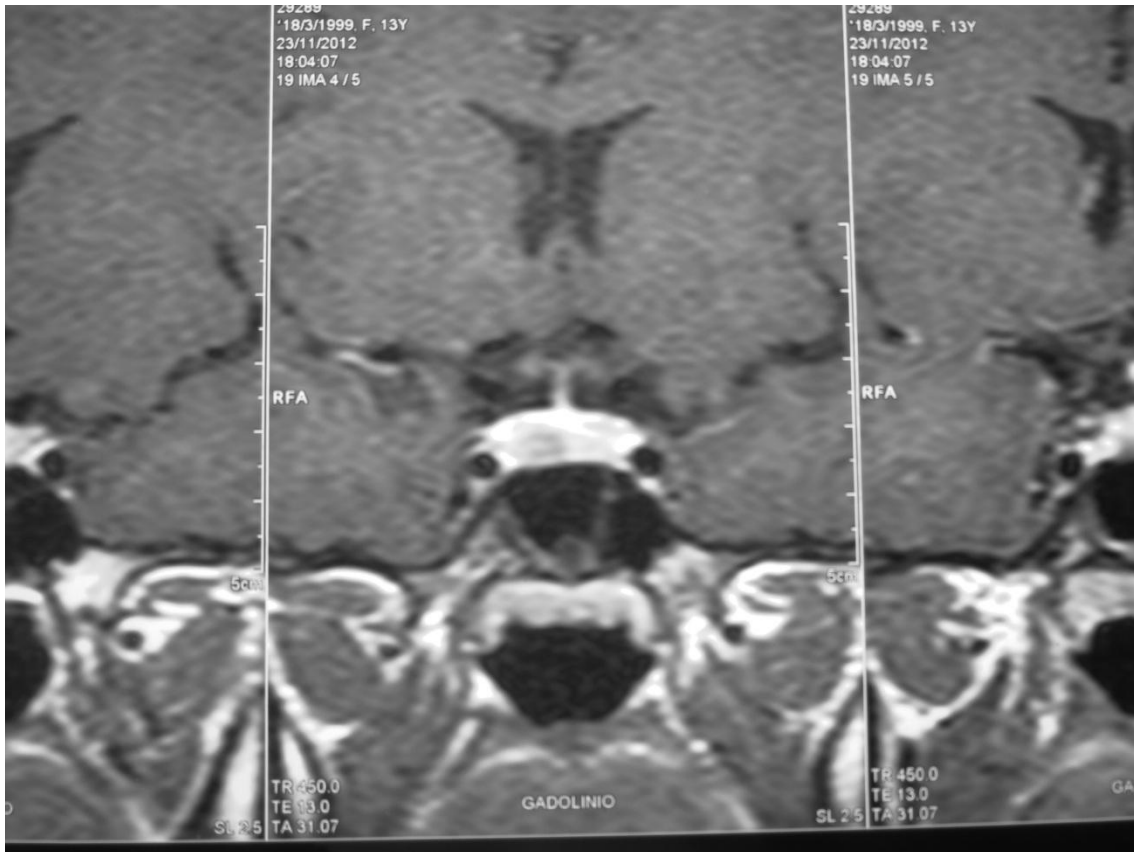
Ressonância magnética de sela turca em T1, coronal, com contraste, antes do início do tratamento com a cabergolina, a qual mostra pequeno adenoma hipofisário que não capta contraste (0,7 cm)
